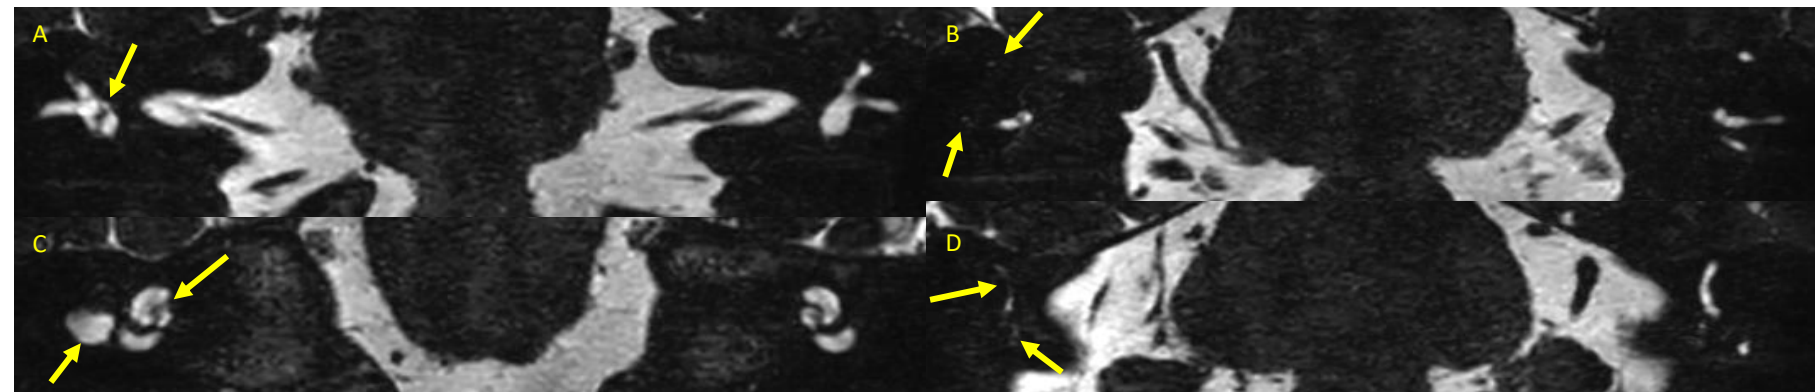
Secuencias de RM ponderadas en T2 en plano coronal que demuestran asimetría entre los vestíbulos de ambos oídos, con una línea hipointensa que atraviesa el vestíbulo derecho, hallazgos compatibles con la línea de fractura (A, C).
